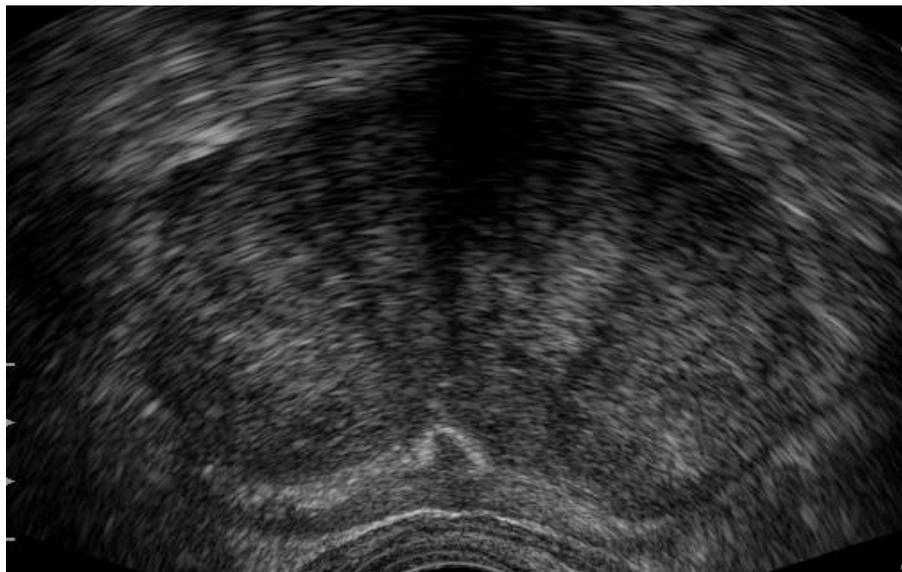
ТРУЗИ. ДГПЖ. Истончение (атрофия) периферической зоны простаты. Признаки эхогенной тяжести по ходу хирургической капсулы (фиброз/склероз)
